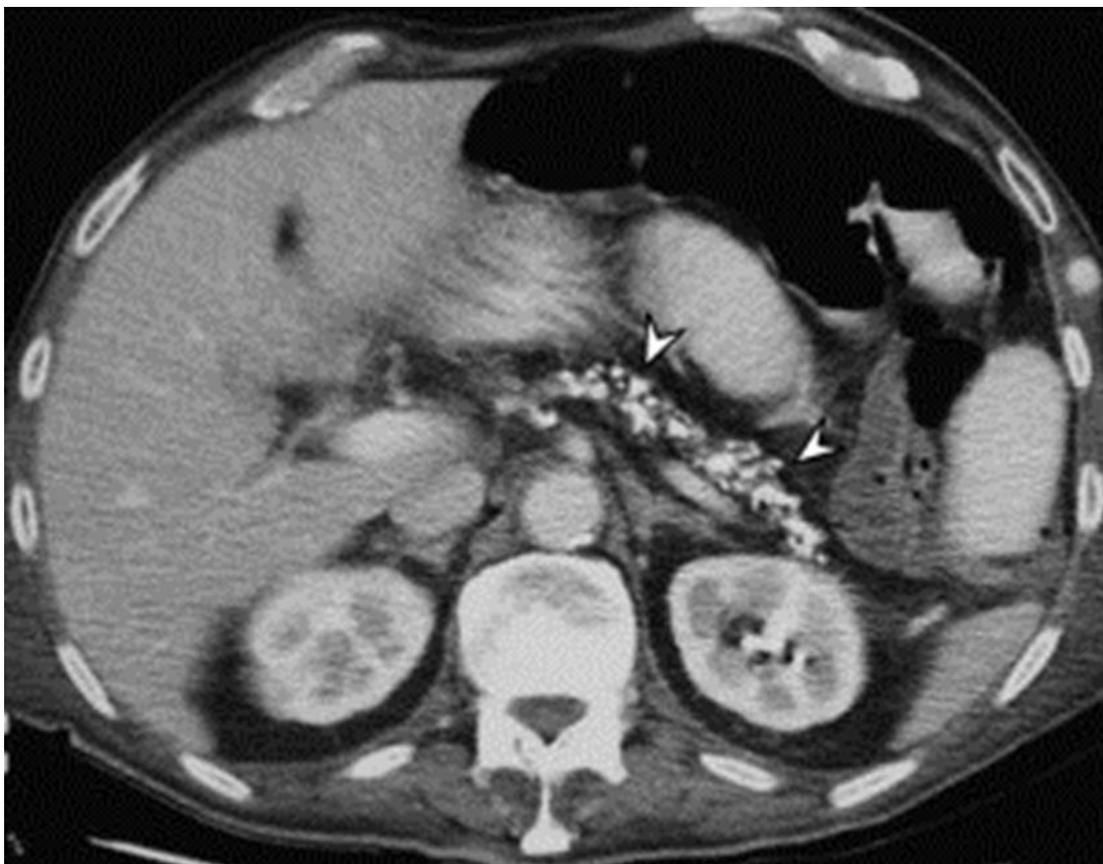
КТ органов брюшной полости. ПЖ небольших размеров, видны многочисленные петрификаты (стрелки) по ходу ГПП. Первичный диффузный ХП.
